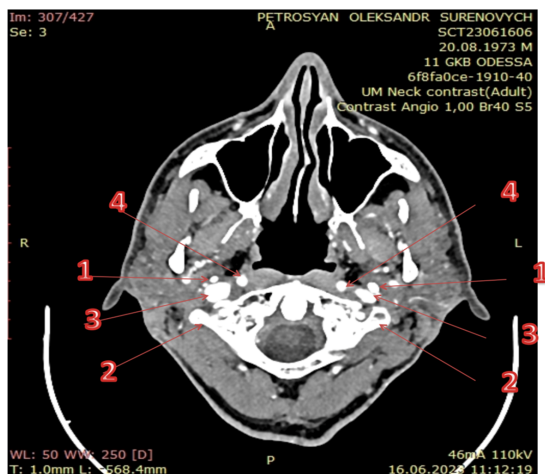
КТ шилоподібних відростків
